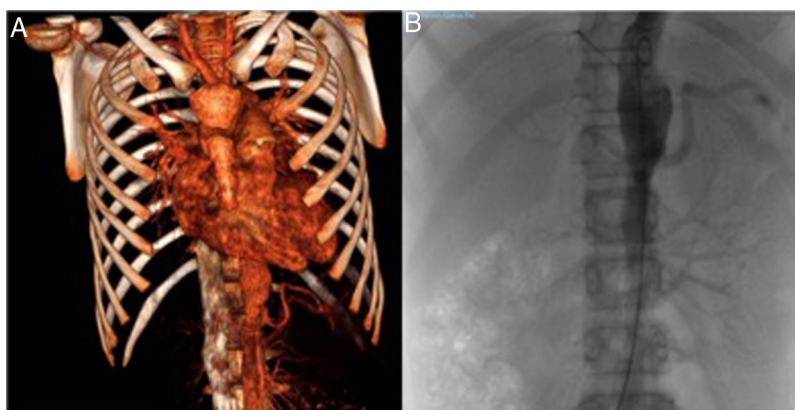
A) Angio-TC. Estenosis arteria subclavia y vertebral izquierdas, aorta abdominal y arterias renales derechas. B) Arteriografía de arteria aorta. Riñón derecho con bifurcación de arteria renal y estenosis crítica en su *ostium* y riñón izquierdo con arteria renal sin signos de estenosis.
